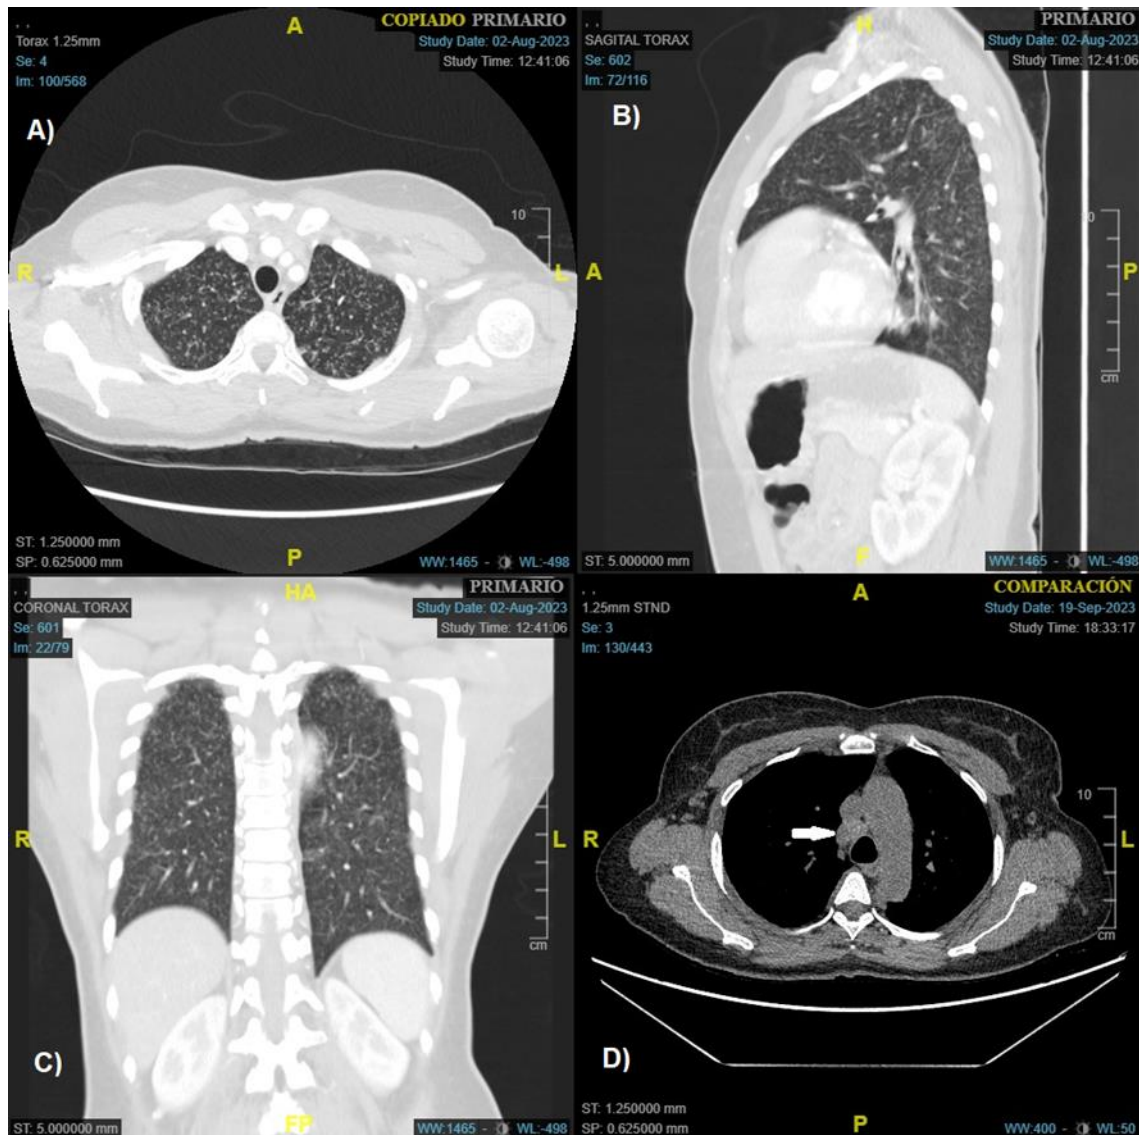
TC tórax. Ventana pulmonar. Corte transversal (A), sagital (B) y coronal (C). Adenopatía paratraqueal calcificada (D).
